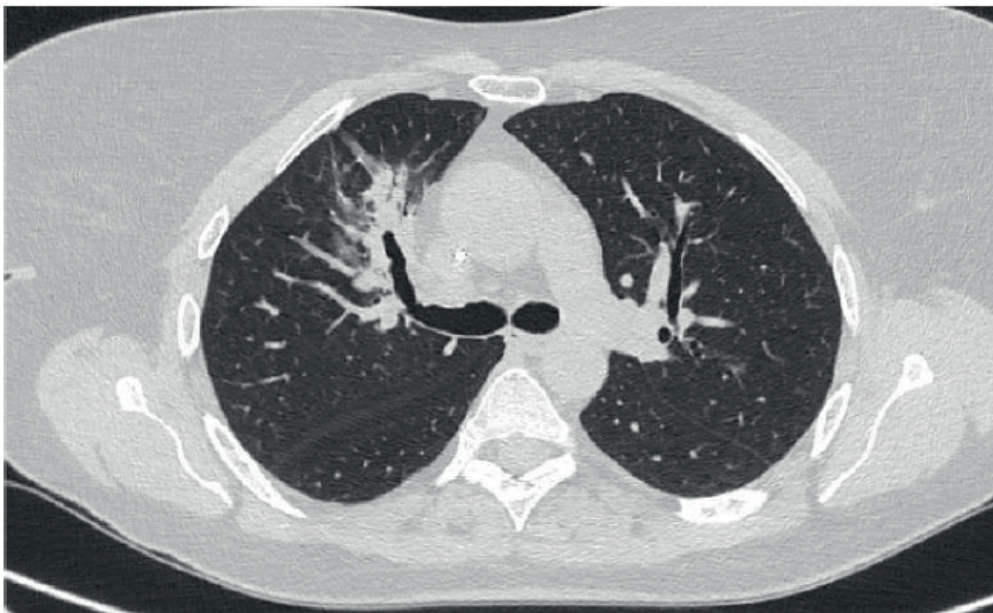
TC toracoabdominopélvico de control (Agosto 2021): Modificaciones postratamiento en hilio pulmonar derecho sin cambios respecto a estudio previo de fecha 26/04/2021. No existen alteraciones sugerentes de progresión tumoral.
